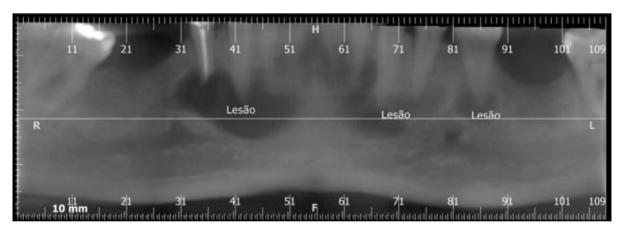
· Tomografia computadorizada de feixe cônico inicial Fonte: dos autores.
